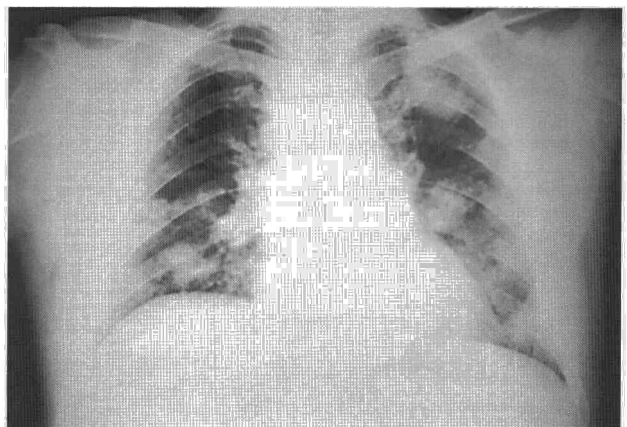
Radiografía posteroanterior de tórax con nódulos pulmonares bilaterales de hasta 4,5 cm con bordes mal definidos y aumento de densidad hilar bilateral y paratraqueal derecho.
